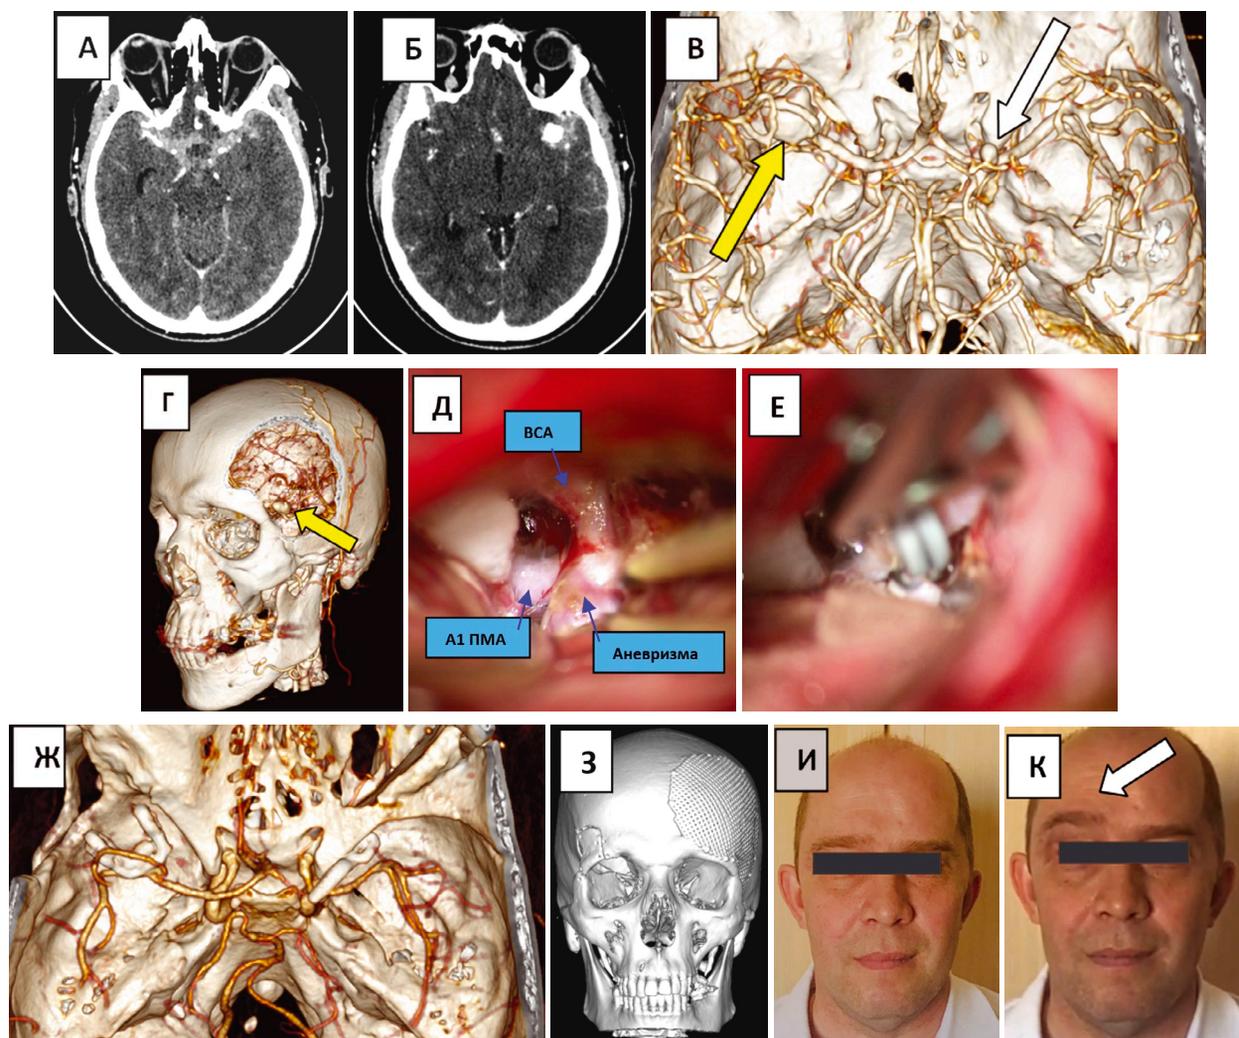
А-В — КТ-массивное САК из аневризмы бифуркации левой СМА (желтая стрелка), Аневризма бифуркации правой ВСА без разрыва (белая стрелка), КТ с 3D-реконструкцией и предоперационное планирование (Г).
